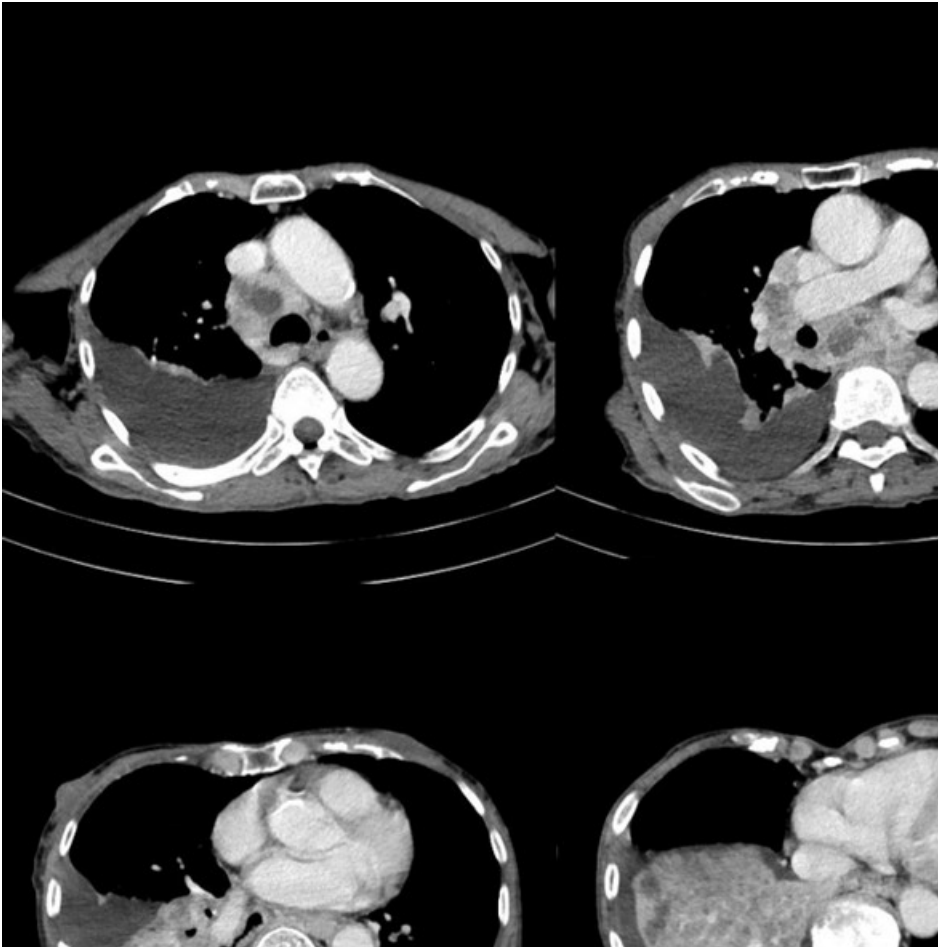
TC torácico con contraste. Cortes transversales. Ventana mediastínica.
